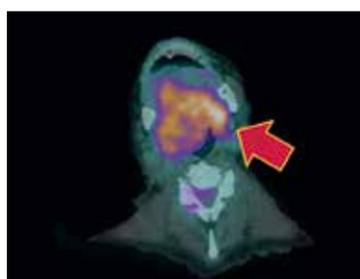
Fusão PET-TC 18F-FDG confirma captação do radiofármaco na topografia da lesão expansiva da cavidade oral, com SUV máximo de 6,8.
